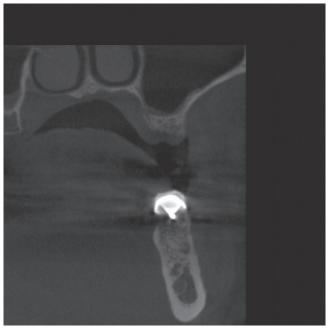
Pre-treatment CBCT scan.
